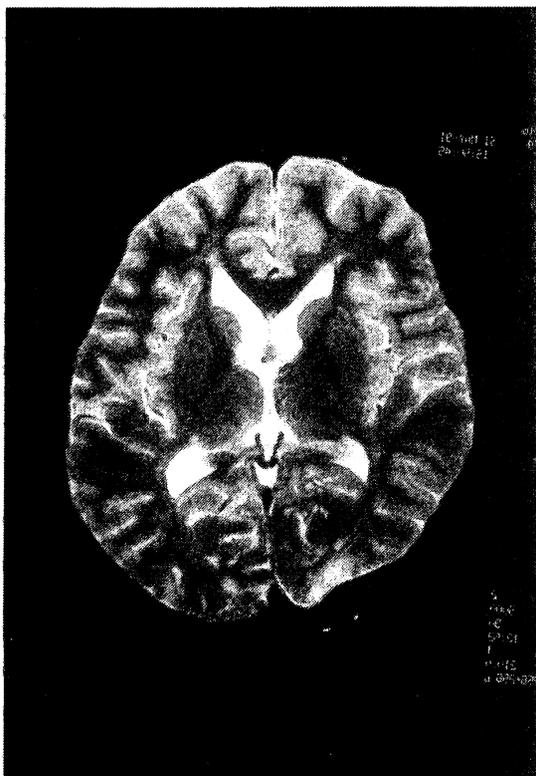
MRI T2強調画像。右後頭葉の脳表の陥没を認める。陥没部分の脳表は high intensity area に描出されている
